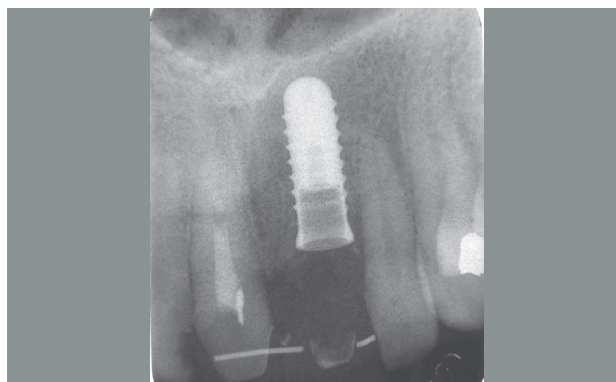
Rx endorale al termine dell'inserimento dell'impianto post-estrativo a carico immediato sul 21. Si noti radiograficamente il moncone temporaneo in PEEK inconato all'interno dell'impianto 21 e il provvisorio unito 11-21, rispettivamente su moncone dentale 11 e moncone implantare in PEEK 21
